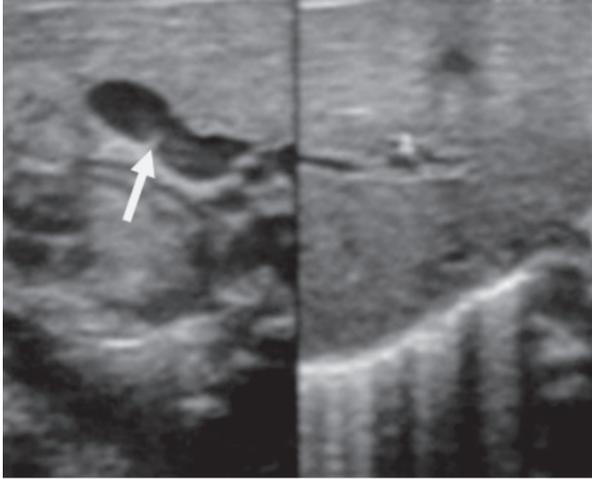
Ecografía seis semanas posnatal. Colelitiasis resuelta.
